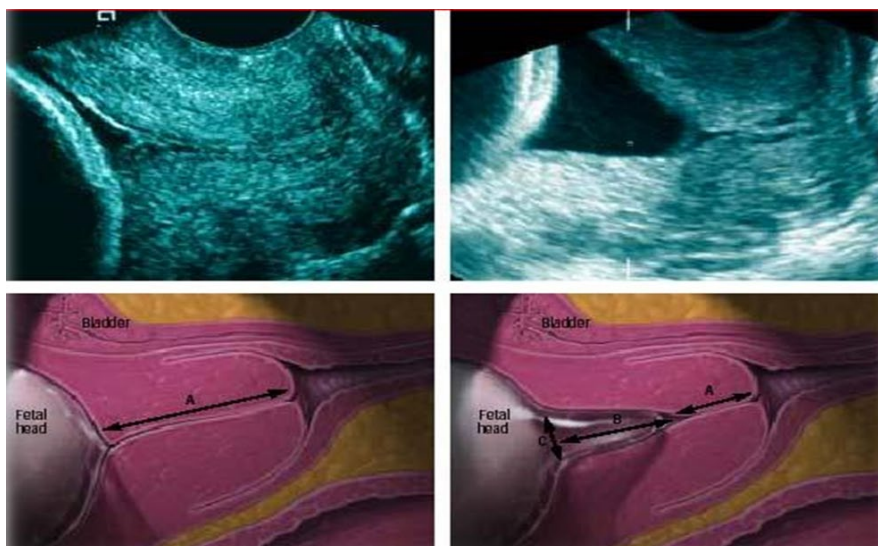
Методики измерения шейки матки при ТВ УЗИ
